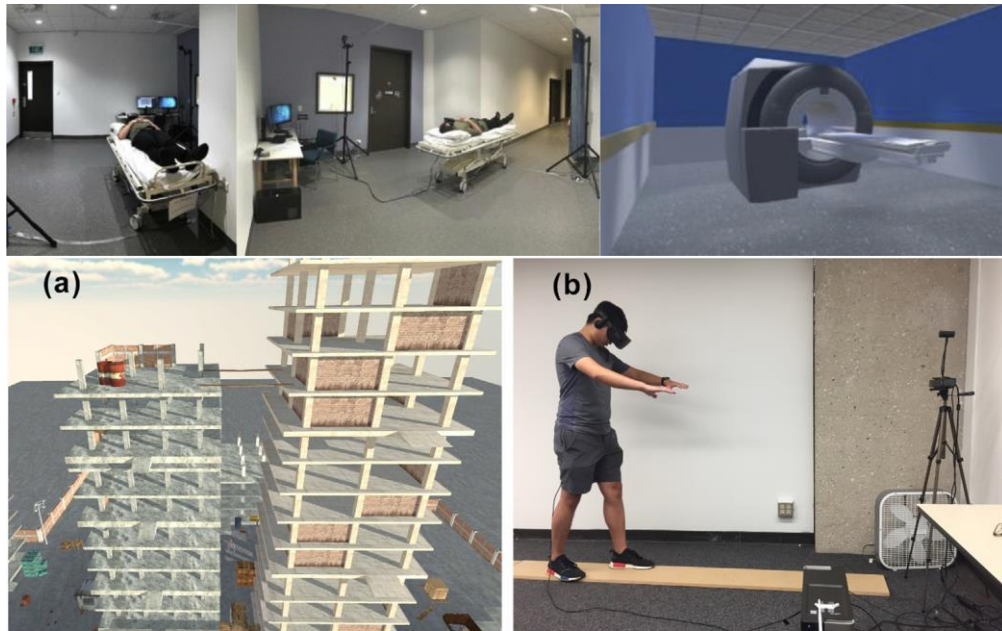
5. Arriba, escenario de Realidad Virtual de una experiencia de resonancia magnética, incluyendo el montaje empleado en el espacio real. Abajo, vista del escenario virtual y montaje su montaje real para entrenamiento de trabajadores de construcción ante el riesgo de caídas. Fuentes: [78], [80].
